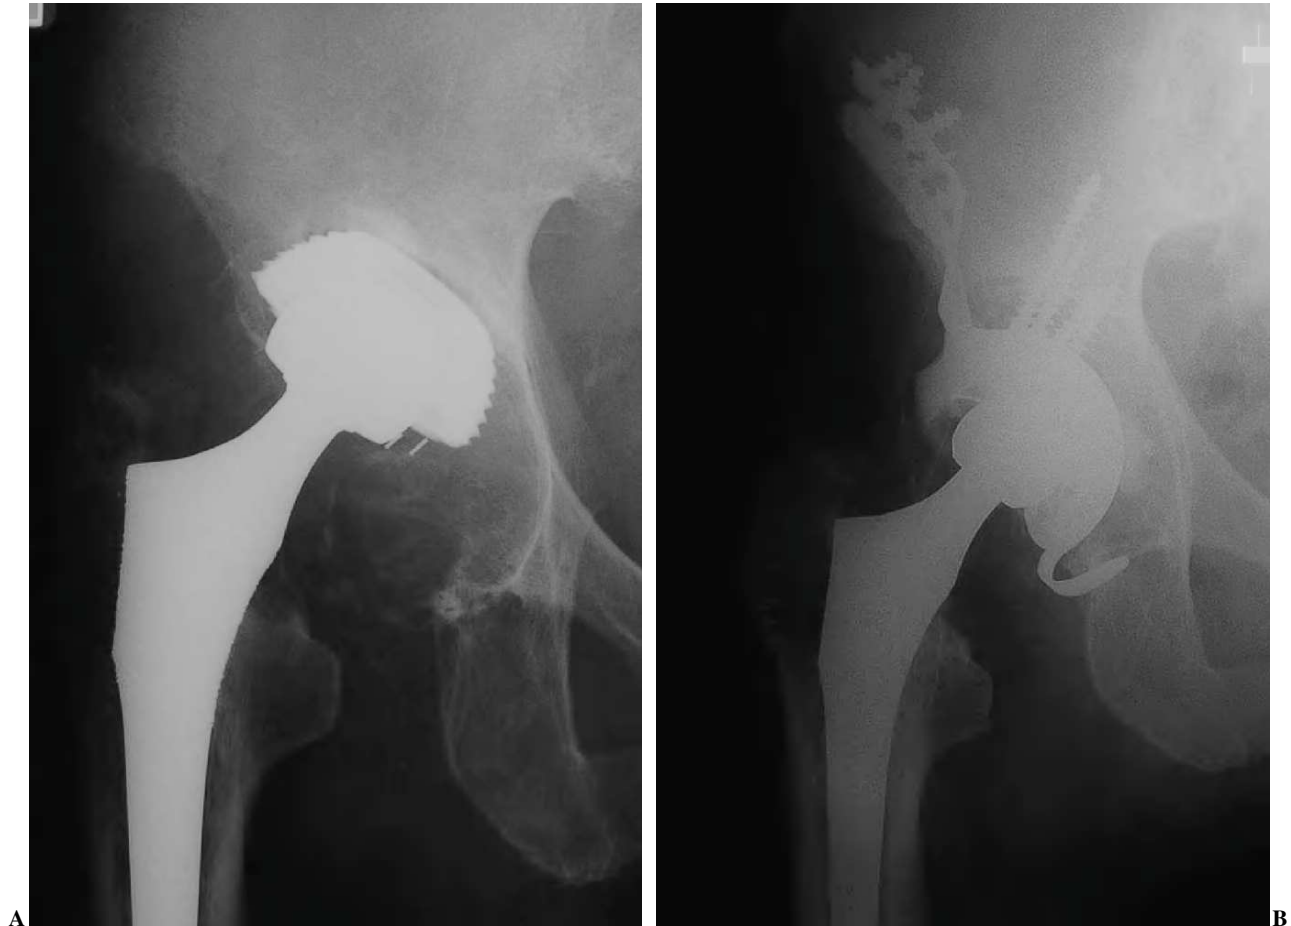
(A) Defecto tipo 4. (B) Radiografía a los 32 meses de evaluación.
